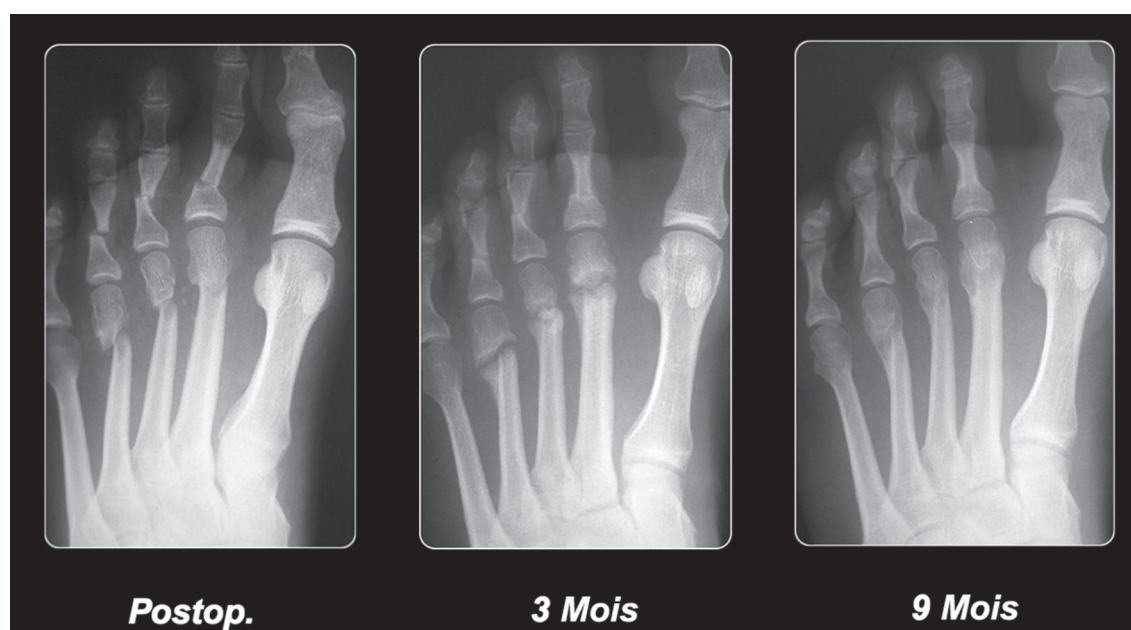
Radiographie postopératoire illustrant successivement la formation du cal osseux, à 3 mois et à 9 mois.
